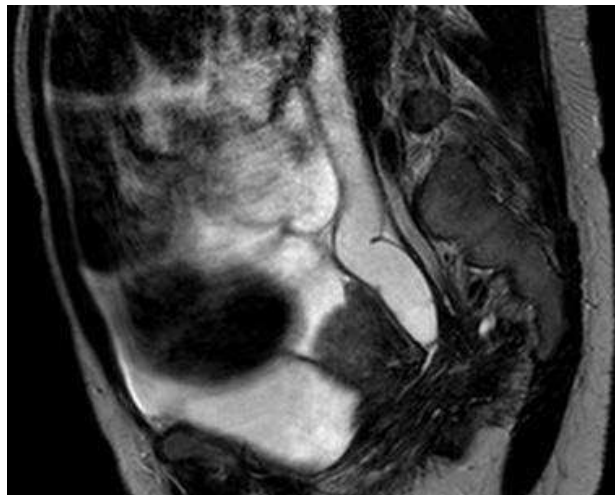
IRM séquence sagittale pondérée T2 montrant une urétérohydronéphrose gauche
